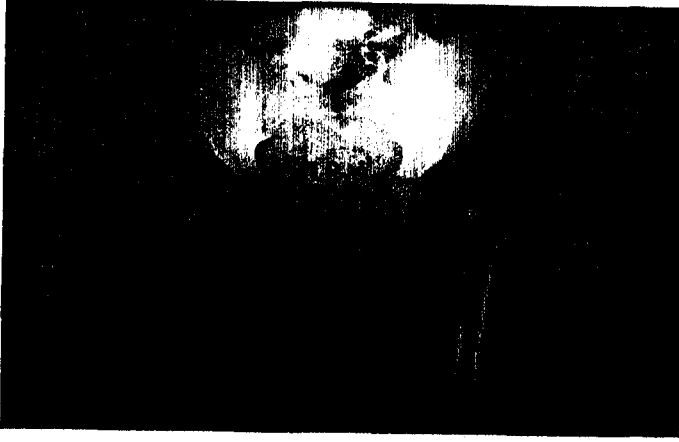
a : 24 aylık olgunun ameliyat öncesi grafisi
